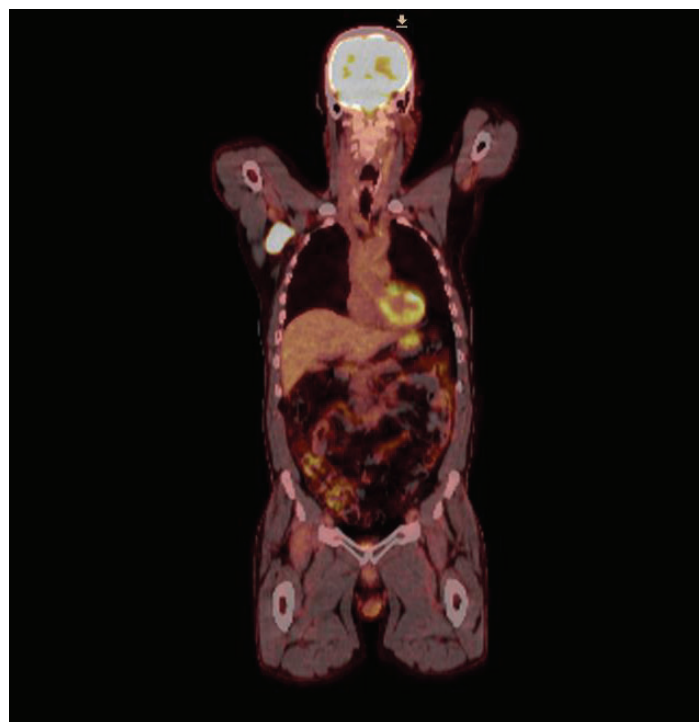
Imágenes fusionadas de PET-TAC en cortes coronales en un paciente con diagnóstico de melanoma, donde se observa una captación en región axilar derecha con valor de captación estandarizado (SUV) de 15,7 compatible con metástasis de melanoma.
